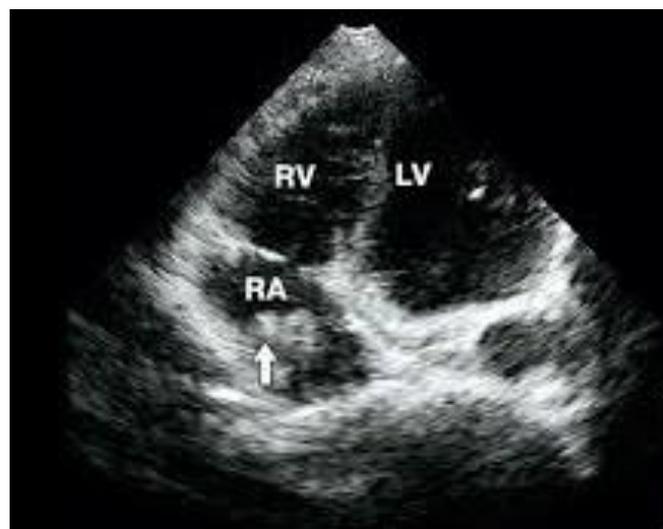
Эхокардиография. Визуализируется тромб в просвете левого желудочка
